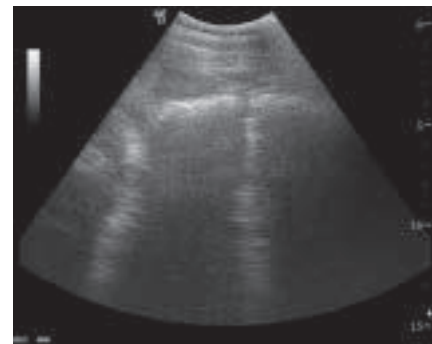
Ultrasonographische Darstellung vom rechten kaudoventralen Abdomen drei Wochen post operationem. Das Bild wurde mit einem 3,5 MHz Convexschallkopf erzeugt. Die multiplen konzentrischen echogenen Ringe sind nicht mehr darstellbar. *Ultrasonographic image of the right caudoventral abdomen three weeks after surgery. The image was obtained with a 3.5-MHz convex transducer. Please notice the multiple concentric circles are not visible anymore.*
